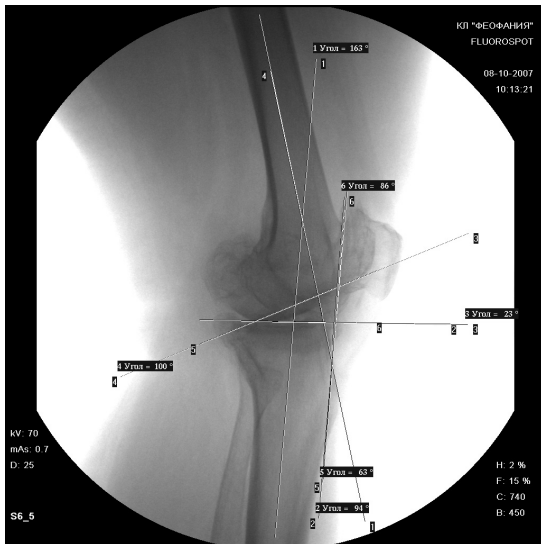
Рентгенограма лівого колінного суглоба *хв-го С*, 72 р. – остеоартроз III стадії
